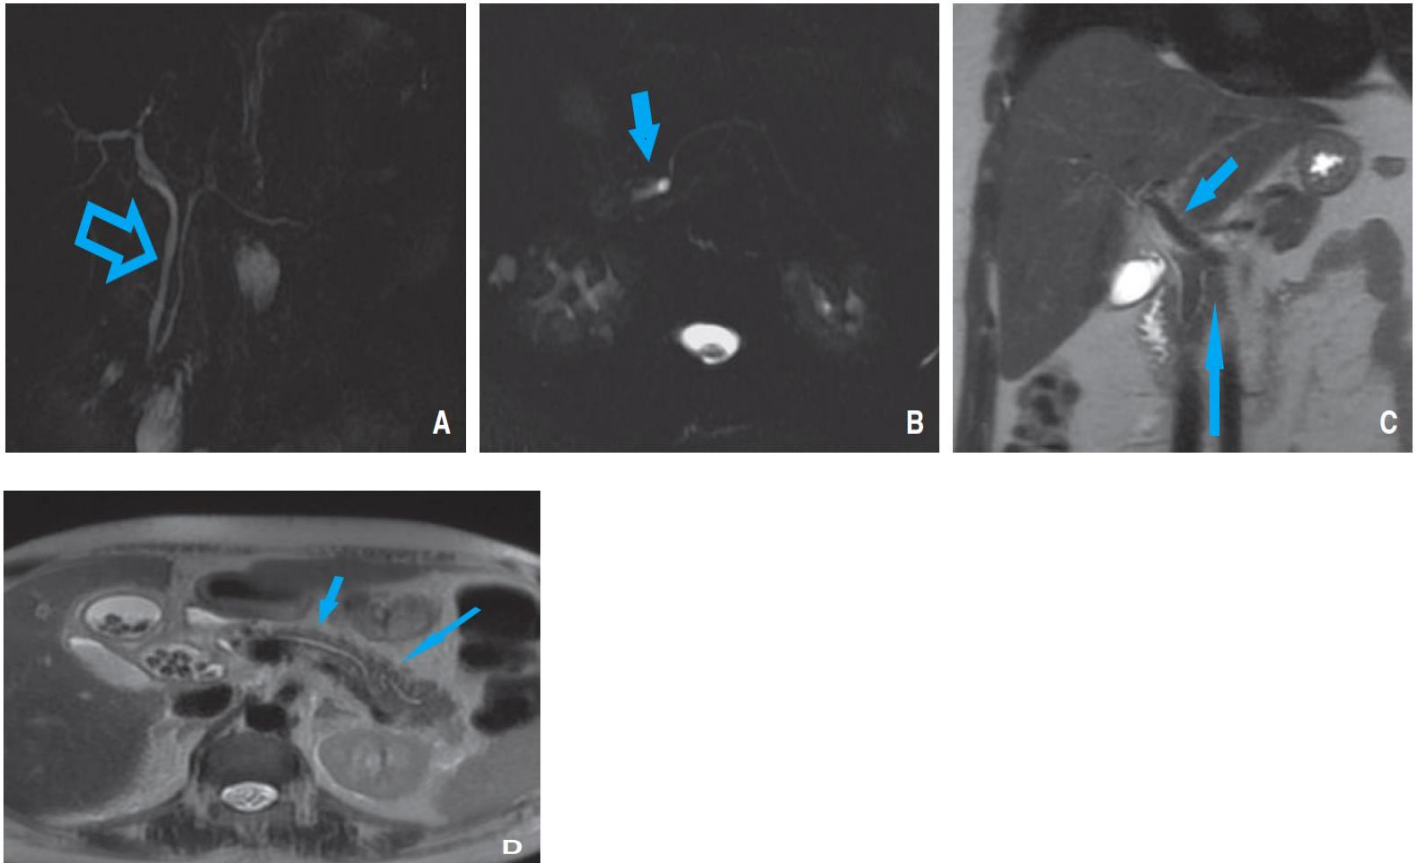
Canaux : IRM.[28]
